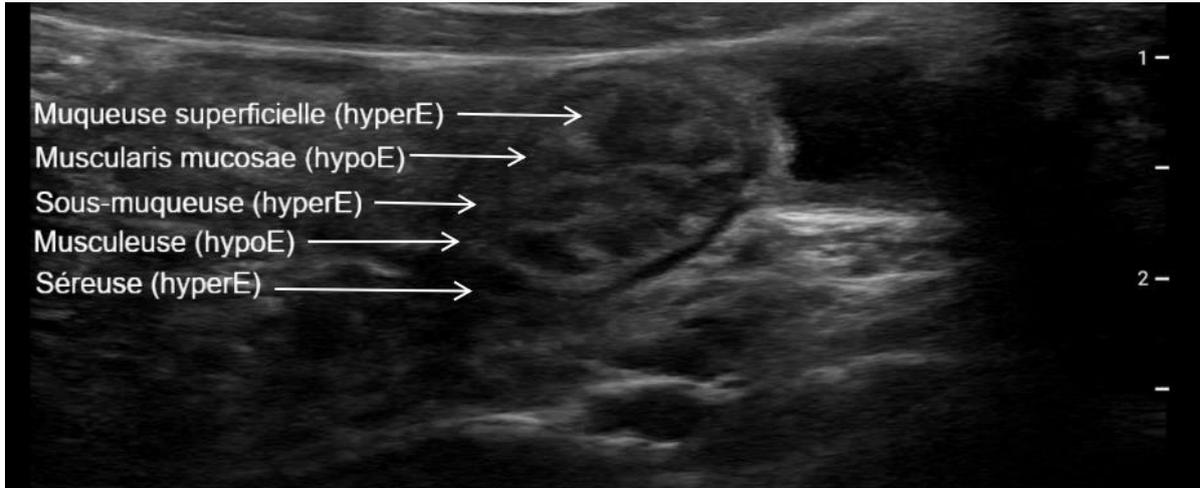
Stratification normale de la paroi intestinale en échographie :
